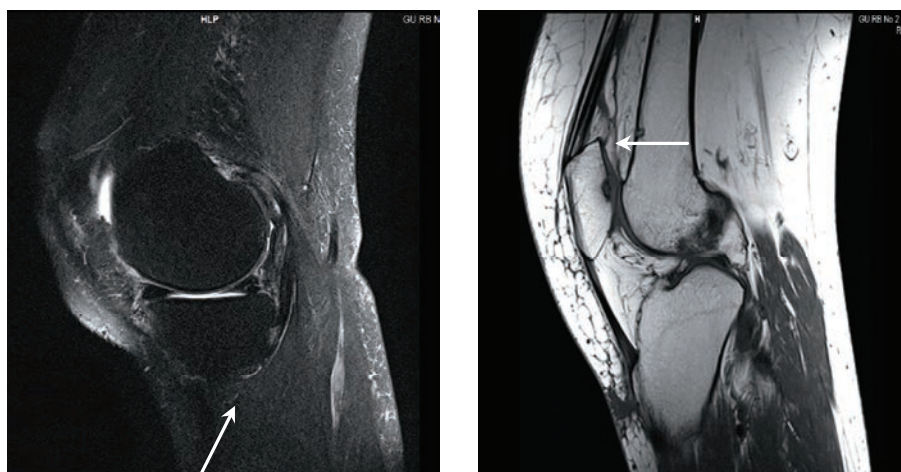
Магнитно-резонансная томография. Слева – разрыв заднего рога мениска. Справа – участок субхондрального некроза по задней поверхности надколенника, диаметром до 0,5 см.
